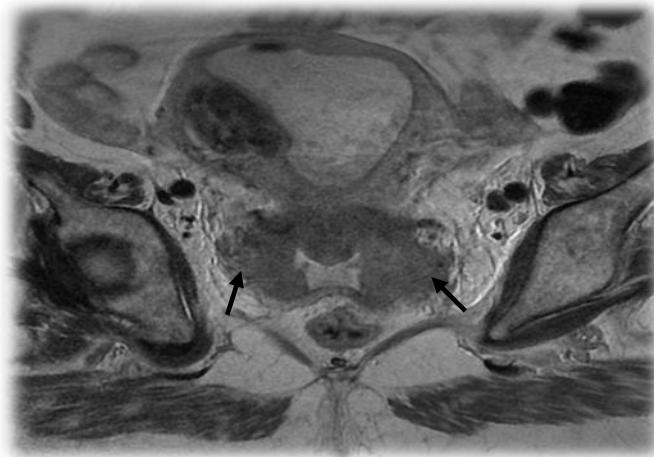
Extension aux paramètres. IRM en pondération T2, coupe axiale: patiente de 53ans, tumeur du col utérin de 70 mm de grand axe avec extension paramétriale bilatérale distale (flèches).
